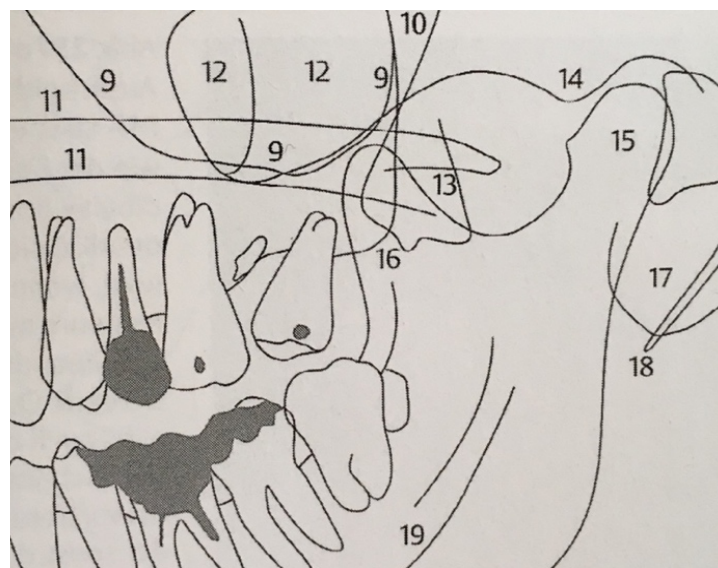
Röntgenanatomie – Ausschnitt Gesichtsareal links (Pasler, 2008 S. 197)
